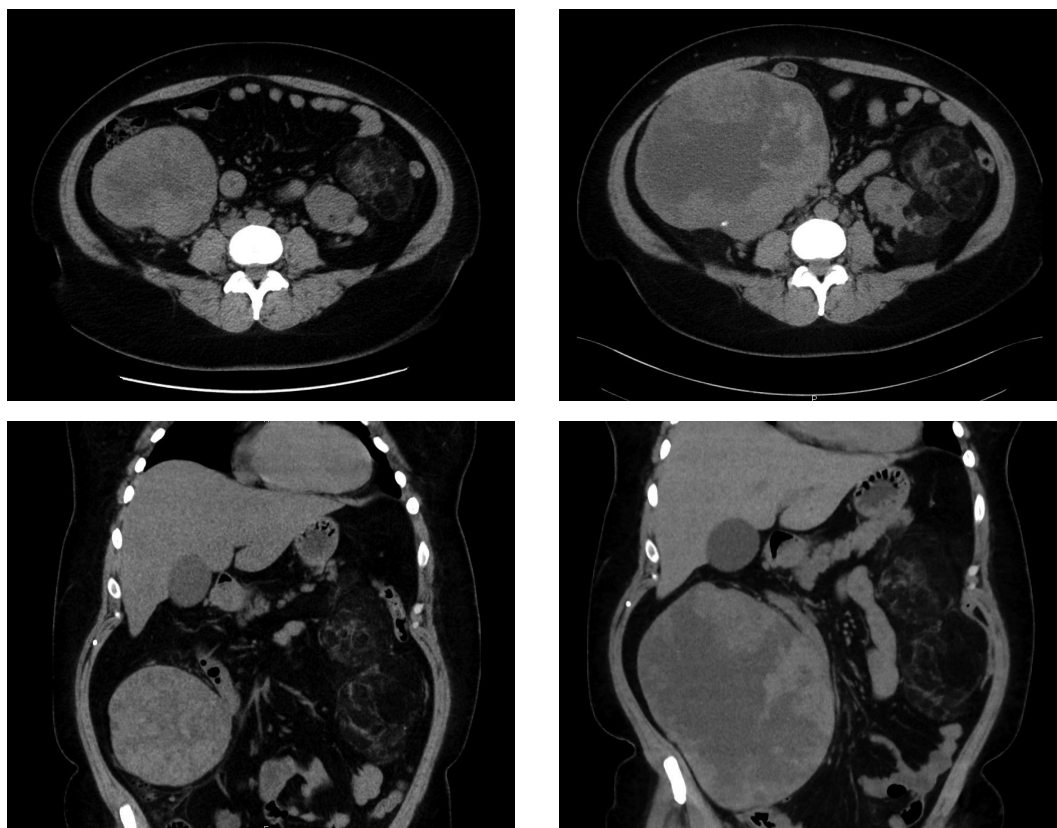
Abdominal CT showed rapid growth of the tumor in two years.
